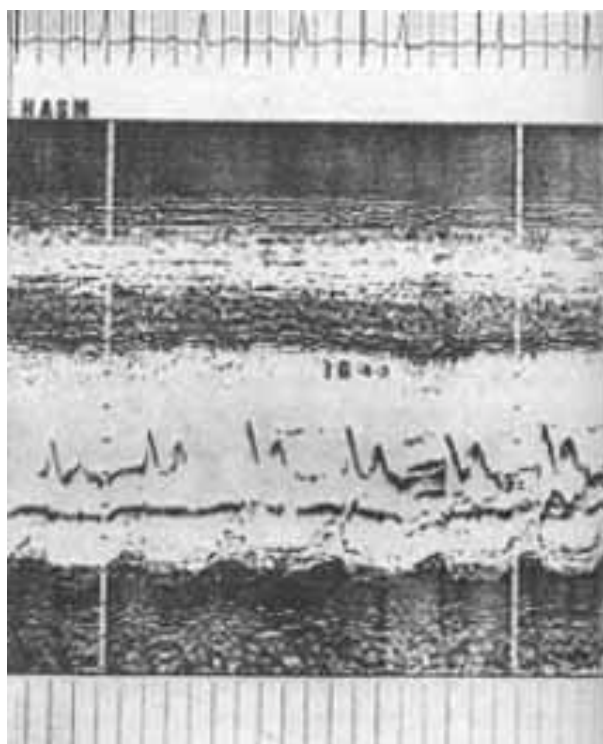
Ecocardiograma de um doente do grupo I (sobrevivente sintomático) com IG 4,3.
